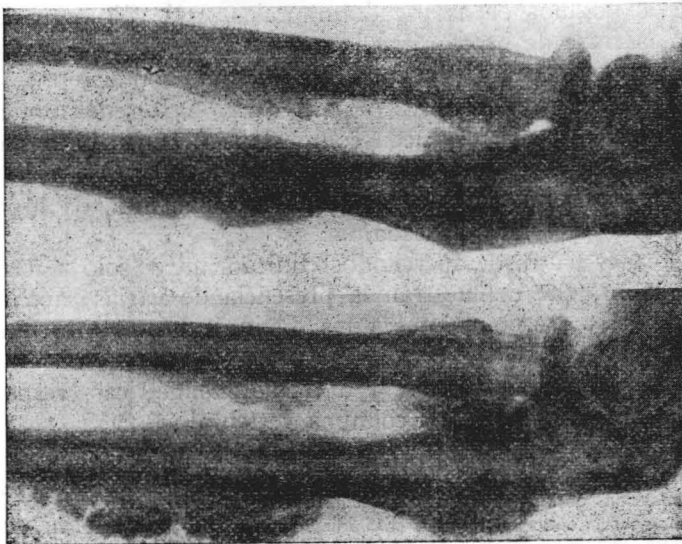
Segundo brote de *periostitis deformans* de la enferma n.º 1 en el antebrazo. En la radiografía superior se observa el aspecto de los huesos con las secuelas que dejó el primer brote (X de 1951). En la radiografía inferior (XII de 1951) se observa el desarrollo del segundo brote de *periostitis deformans* sobre las lesiones anteriores.
